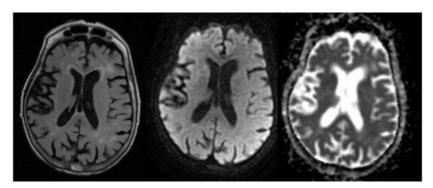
RM de control. Secuencias FLAIR, DWI y mapa ADC. Resolución completa de las lesiones.
